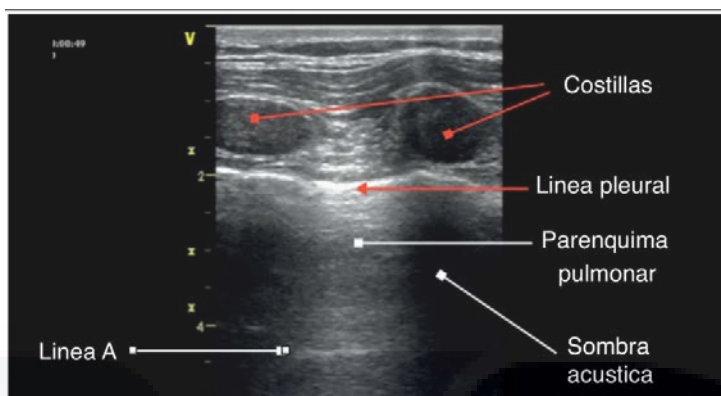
Relaciones anatómicas en modo B de un ultrasonido torácico (32).
